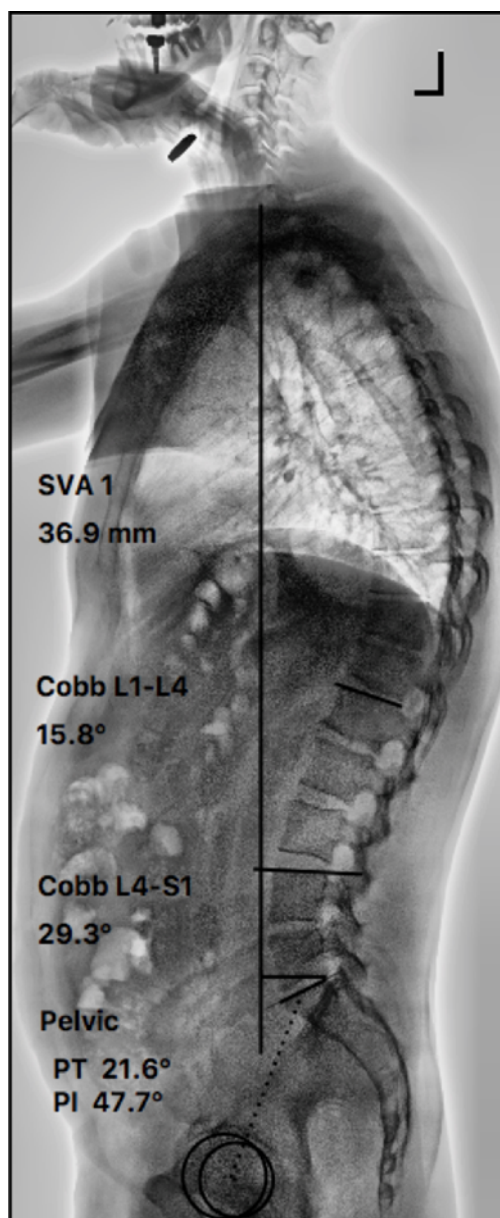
Телерентгенография пациента 35 лет на 3 сутки после повторной микродискэктомии с синдромом КПС. Отмечается анталгическая ретроверзия таза (PT/PI=0,45), другие параметры не нарушены
